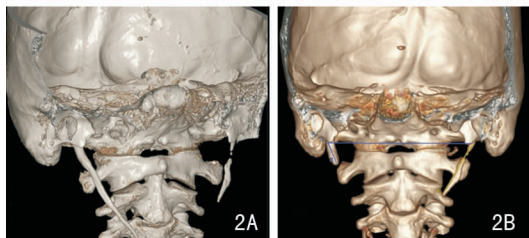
例2患者茎突截断术前影像学资料 2A:术前茎突三维CT示右侧茎突过长,左侧茎突骨不连;2B:术后茎突三维CT示右侧茎突截短
